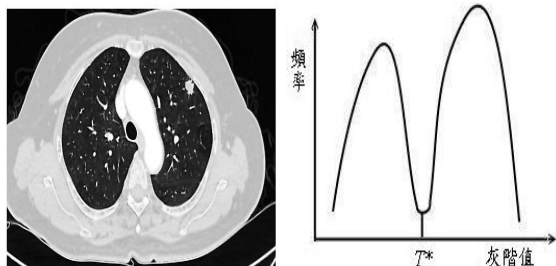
(a)為肺部 CT 影像原始圖案；(b)為 Threshold 示意圖。
